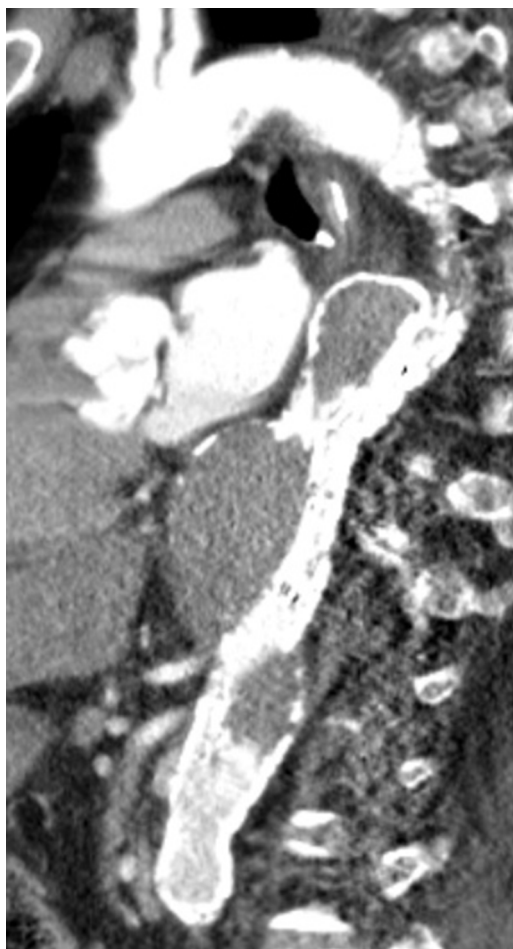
Angio TC em D4, observando-se trombose do falso lúmen havia e exclusão do aneurisma.
